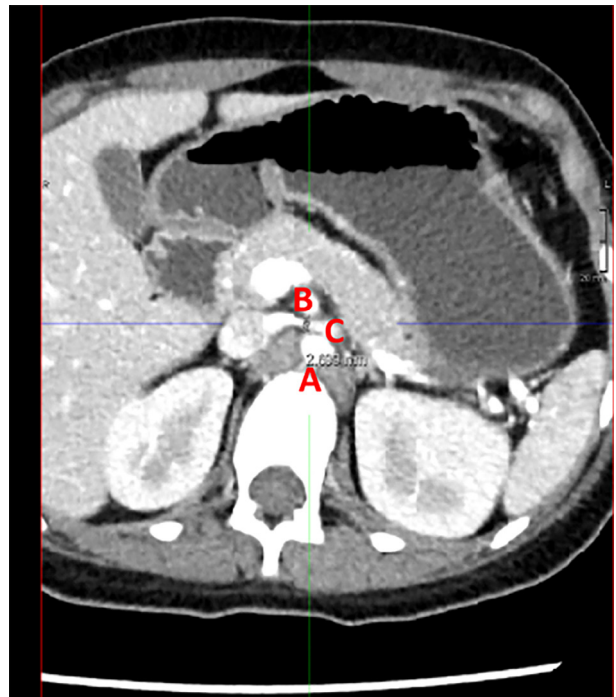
Angiotomografía abdominal. Corte axial. Se identifica la desembocadura de la vena renal izquierda en la vena cava inferior; su pasaje está estrechado por el compás que conforman la arteria aorta (A) y la mesentérica superior (B). A nivel del hilio renal se observa dilatación venosa proximal (C).
